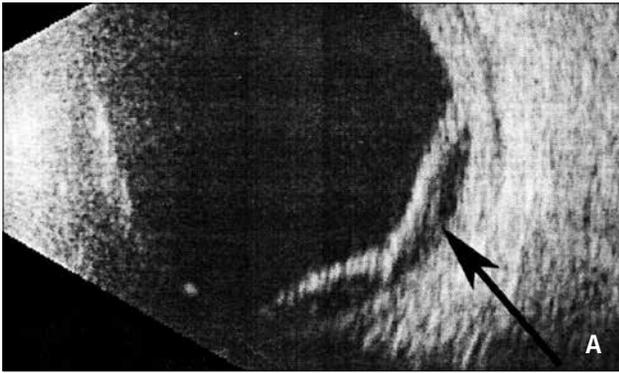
УЗИ-снимок пациентки С., субтотальная ОСО обоих глаз (стрелки): А — правого глаза; Б — левого глаза
